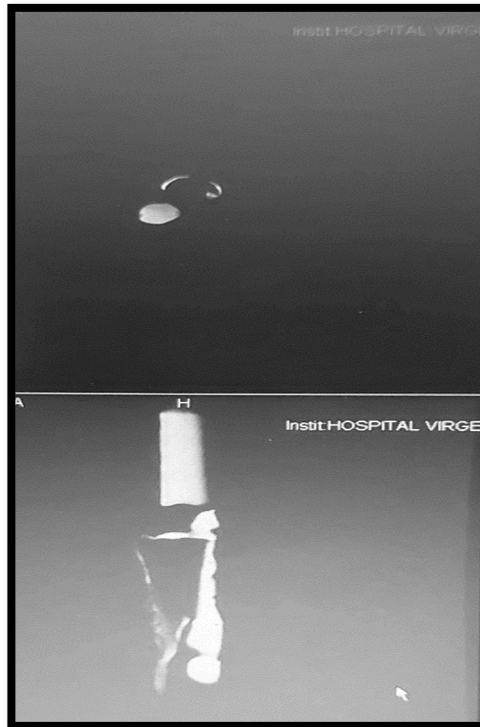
Caso 89. Resonancia magnética con imagen de gradiente potenciado en T2 de tibia.
